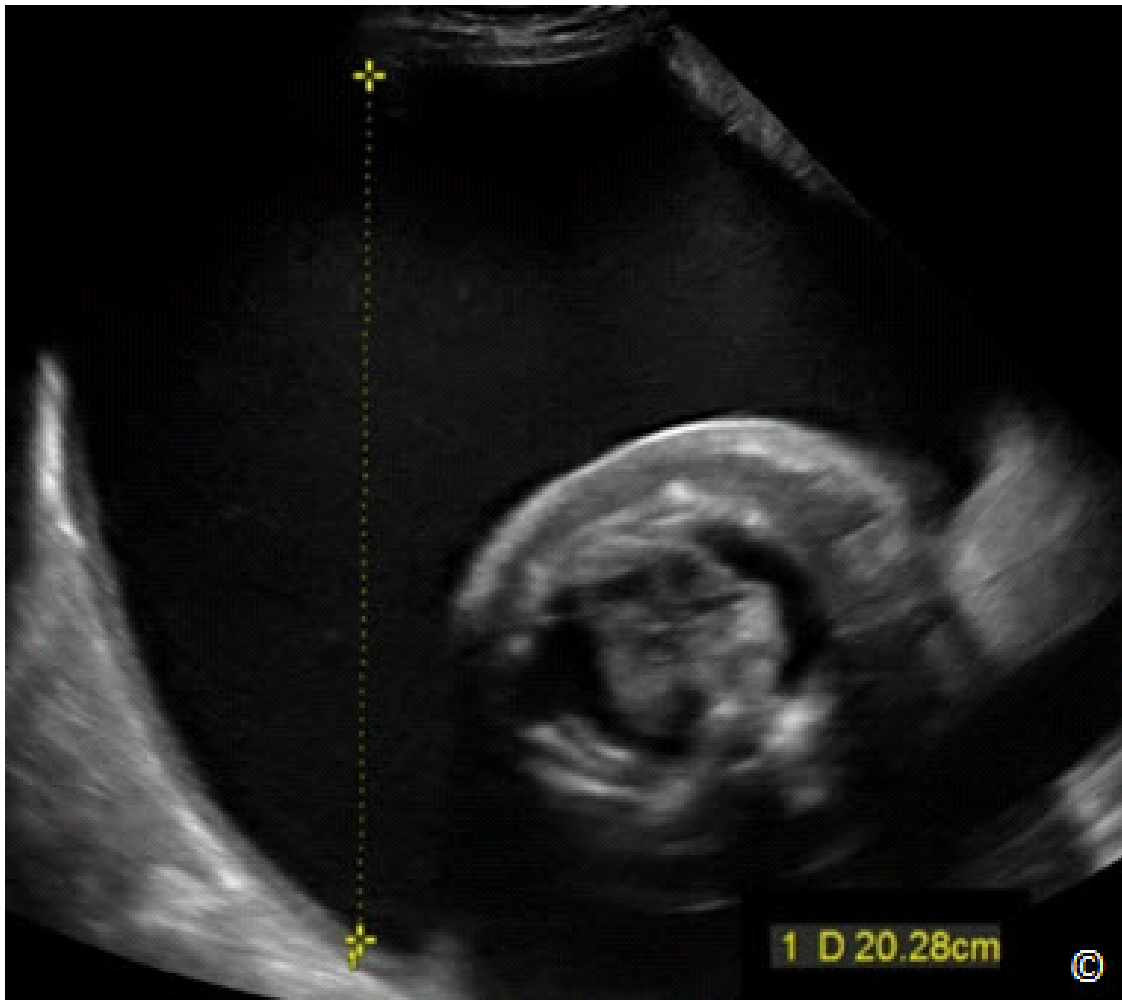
Nótese el polihidramnios en esta imagen de ecografía con una máxima columna vertical (MCV) de 20.2 cm. Obsérvese la presencia de hidropesía fetal.
